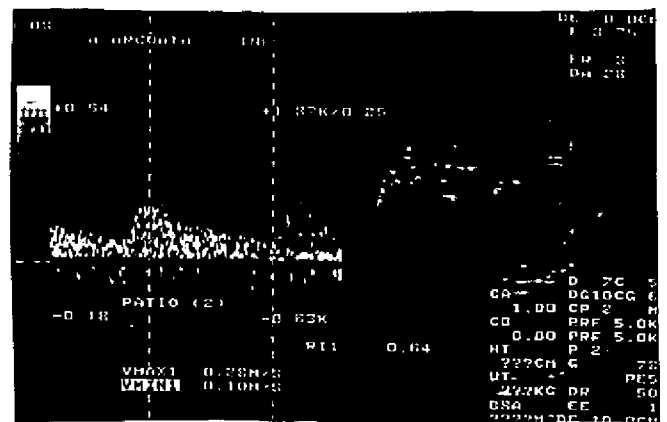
Doppler duplex color de un injerto renal normal. Estudio de una art. segmentaria (en tercio inferior de seno renal), una interlobar (entre dos pirámides) en polo superior y de una art. arcuata en polo inferior (en unión córtico-medular, por encima de una pirámide). También se visualiza en las Fig. 12 (cabeza de flecha) y 13 flujo venoso continuo normal.
